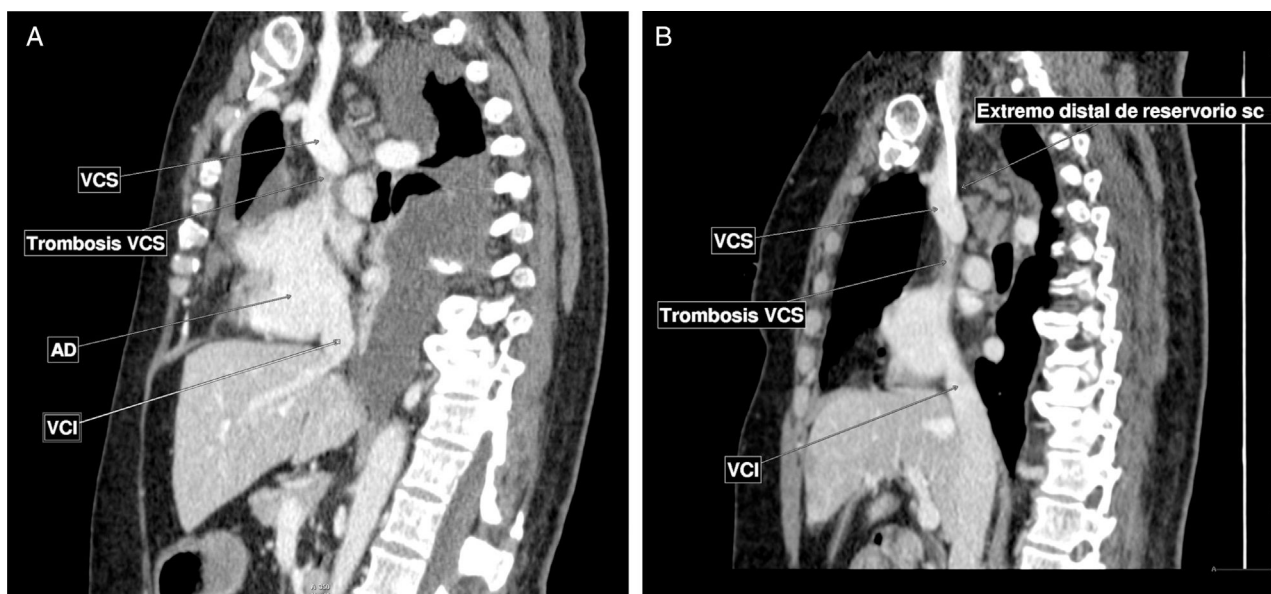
A) Tomografía computarizada con contraste intravenoso en fase venosa. Corte sagital. Se identifica un defecto de repleción de vena cava superior, proximal a la desembocadura del cayado de la álgigos, hasta la entrada en la aurícula derecha. Compatible con trombosis al menos parcial de dicha estructura. Asocia importante derrame pleural. B) Corte sagital. Extremo distal de reservorio subcutáneo, en relación con trombosis de vena cava superior.
